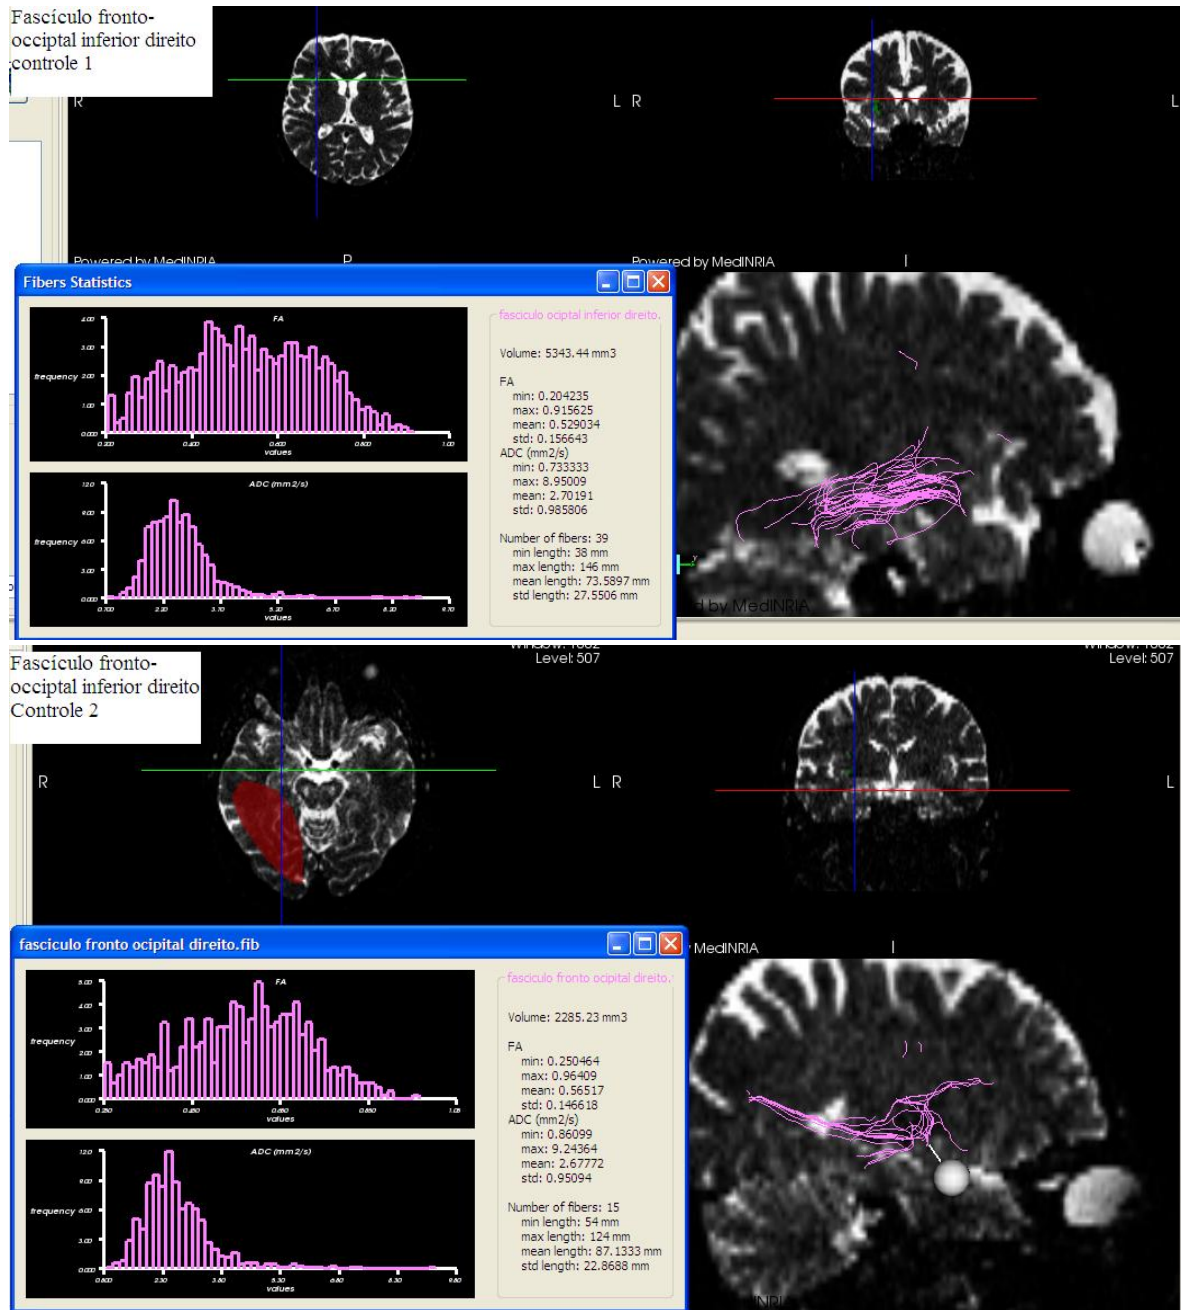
DTIs de dois controles onde se evidencia o fascículo fronto-occipital inferior direito em rosa analisado a partir das ordenadas identificadas nas imagens axiais e coronais no exame de ressonância magnética obtida em T2. A janela no quadrante inferior esquerdo da figura mostra os dados numéricos utilizados para a análise estatística.
